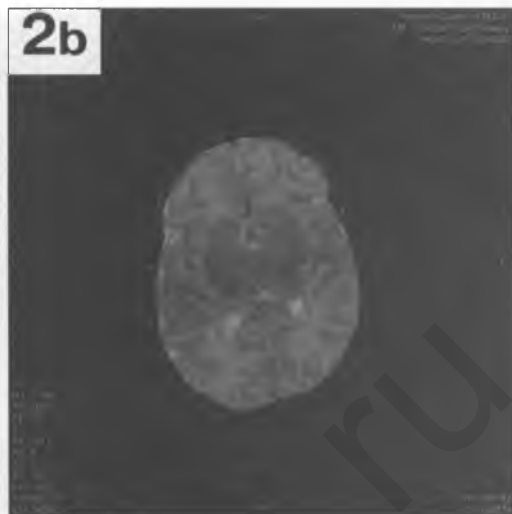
(продолжение — начало на предыдущей странице). Коронарные T₁-взвешенные проекции, полученные с помощью импульсной последовательности SE (1с и 2с) подтверждают наличие более выраженной в левом полушарии гипоплазии вещества мозга с расширением субарахноидальных пространств и межполушарной щели и недостаточную для возраста пациента степень миелинизации белого вещества головного мозга у пациентки О.Л. На сагиттальных GE T₁-взвешенных МРТ изображениях (1d и 2d) хорошо определяется меньший объем головного мозга у девочки, с соответствующим расширением субарахноидальных пространств. Привлекает внимание, что у нее также имеет место расширение межполушарной щели (1d), которое определяется в виде тонкой полоски пониженного сигнала над мозолистым телом. При этом базальные цистерны и четвертый желудочек у здорового ребенка несколько больше по объему, чем у девочки с синдромом Патау. Обратите внимание на признаки пахигиирии, отчетливо визуализируемые в затылочных и теменных долях (1d). Стволовые структуры у пациентки (1d) несколько гипоплазированы. Вещество спинного мозга на исследованном сегменте в обоих случаях — без существенных изменений.
